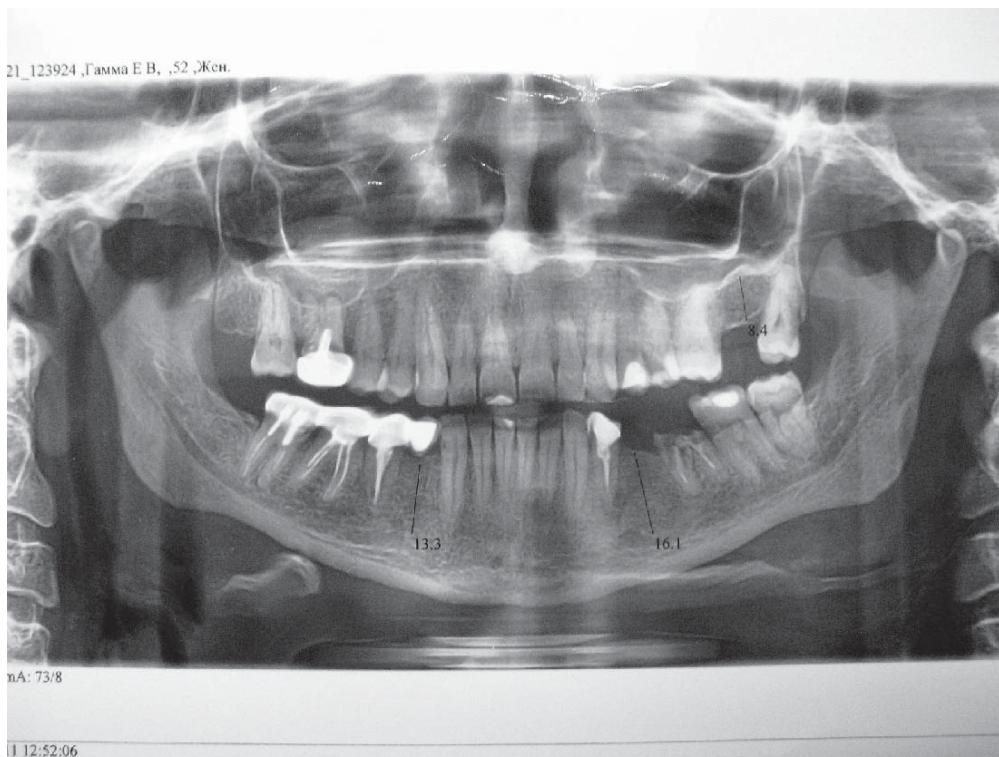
Ортопантомограма хворого Г. від 19.04.2011. Визначається радикулярна кіста гайморової пазухи зправа. Корені 16 зуба в порожнині синуса
